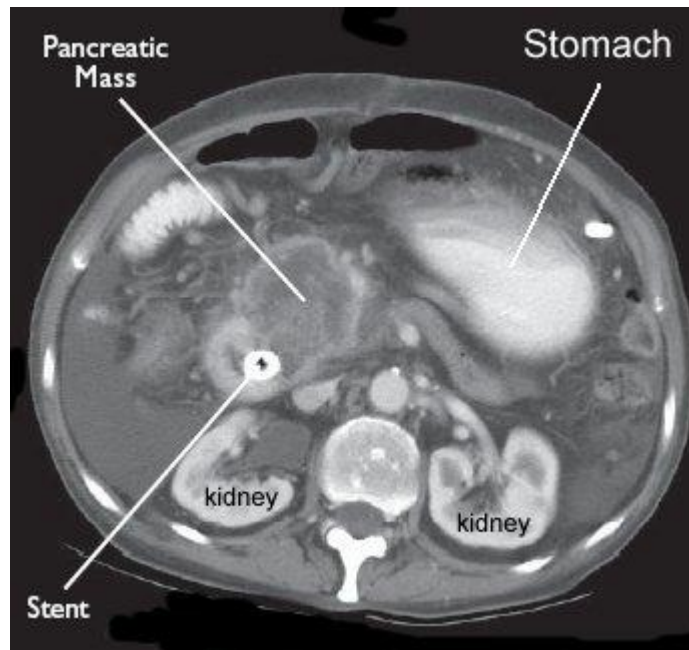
RM en la cual se observa una masa pancreática tumoral y la coacción de un stent para el drenaje biliar.²⁶
